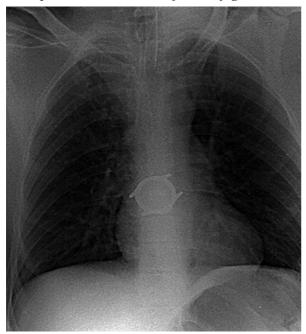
Radiografía simple de tórax donde se observa el cuerpo extraño en el tercio inferior esofágico.
